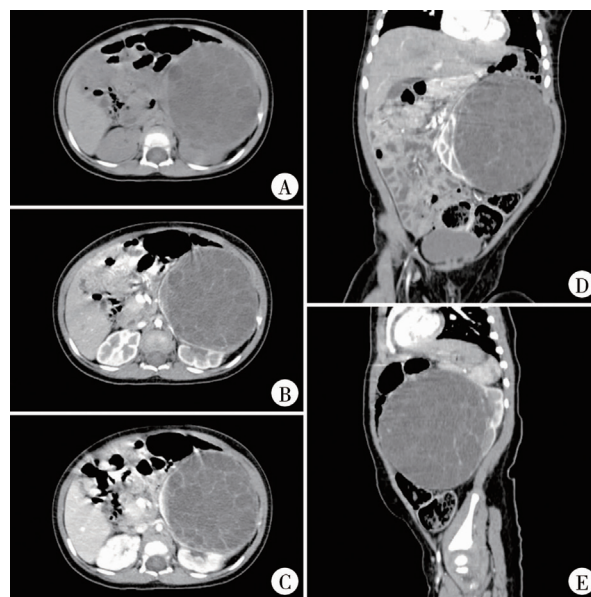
儿童囊性肾瘤腹部增强 CT 图像 A: 平扫; B: 动脉期; C: 静脉期; D: 冠状位; E: 矢状位
